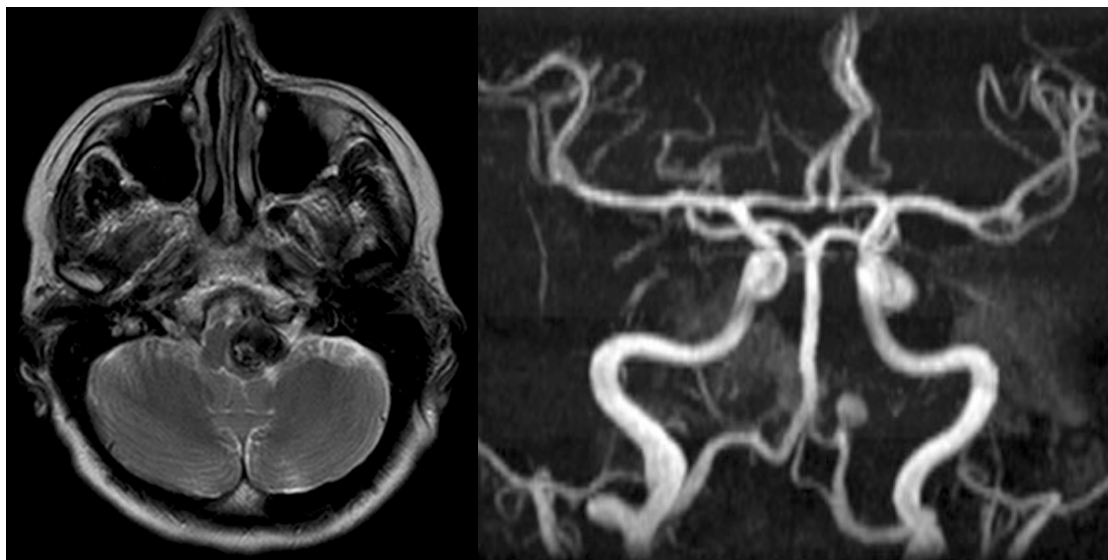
54-jährige Frau mit seit Jahren bestehendem Schwindel. In der MRT zeigte sich ein teilthrombosiertes Aneurysma der linken A. vertebralis mit Kompression der Medulla oblongata.*
